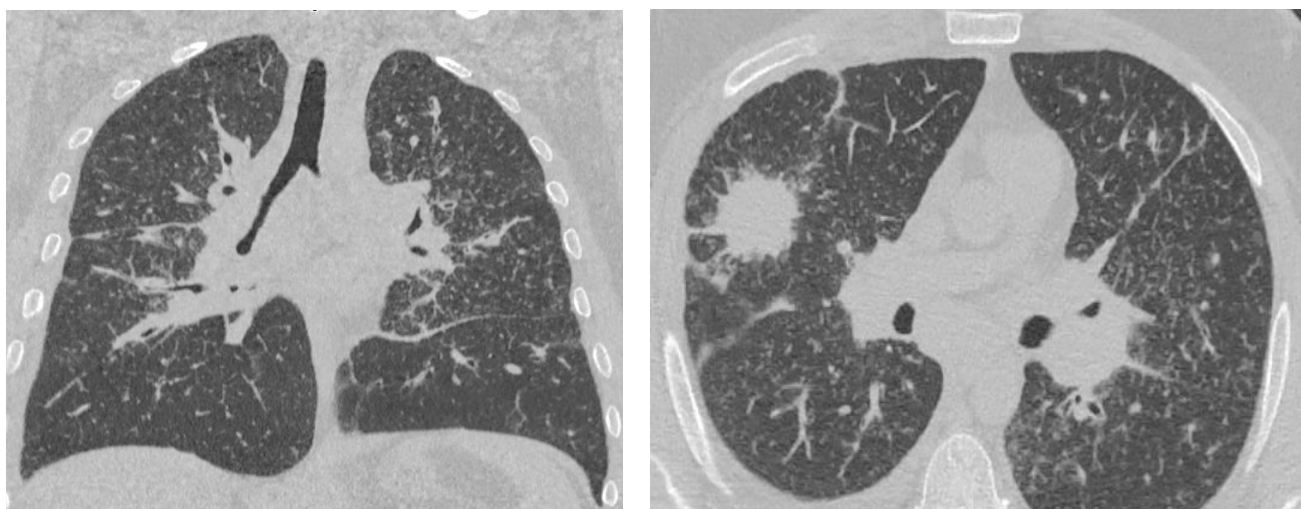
Компьютерная томография легких пациента П. от марта 2018 года
